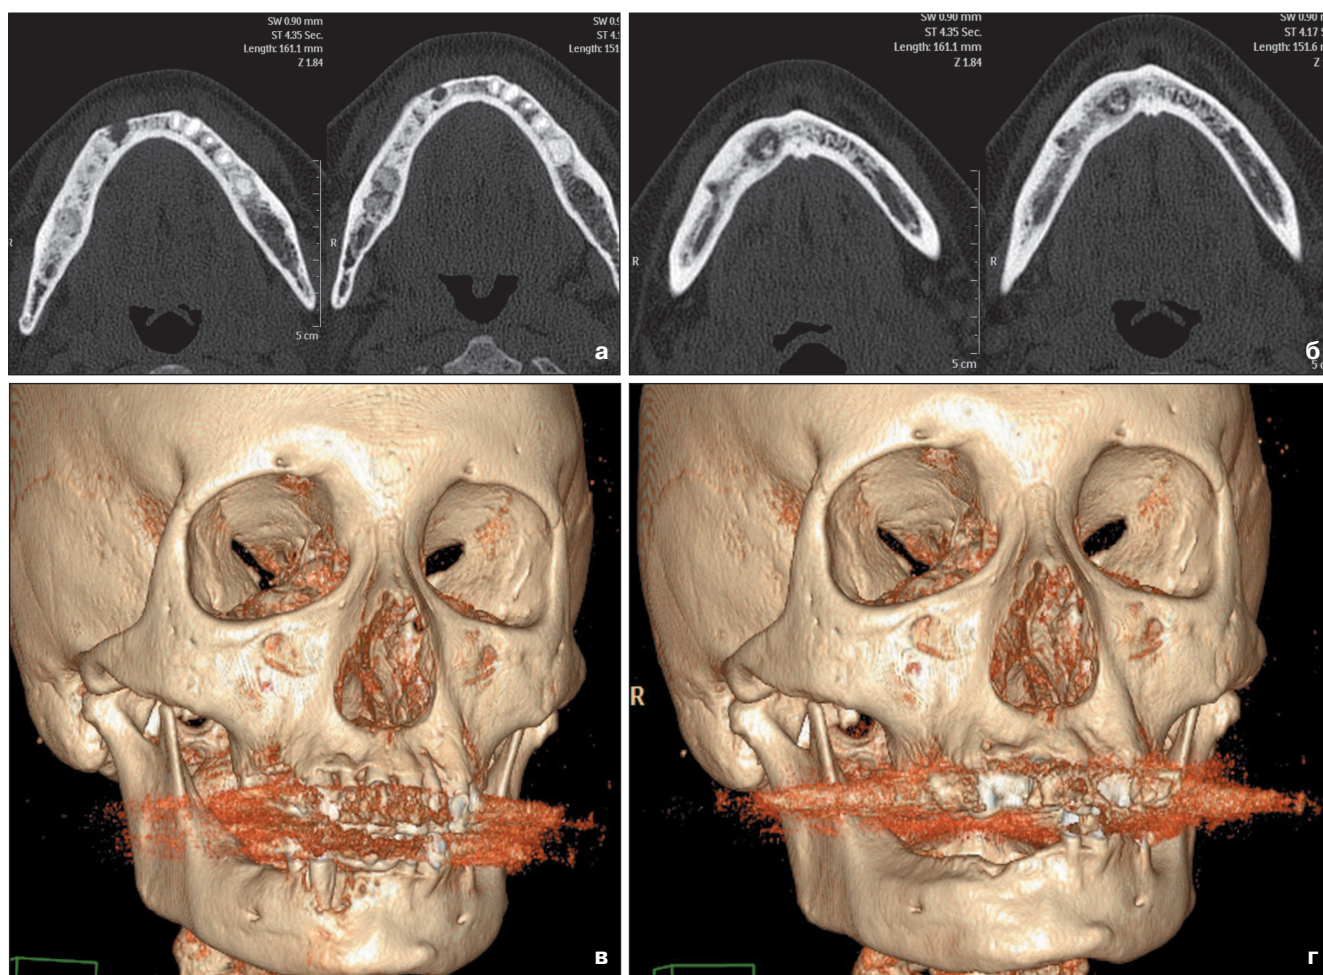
МСКТ. а, б – изображения в аксиальной плоскости, в, г – 3D-реконструкции черепа. Определяется уменьшение размеров очага остеолитической деструкции в альвеолярной части и теле нижней челюсти в проекции отсутствующего зуба 4.3. Контуров остаются нечеткими, неровными, периферическая остеорепарация стала более выраженной. Структура фокуса остается неоднородной за счет наличия в нижних отделах полости секвестра, размеры которого также уменьшились
